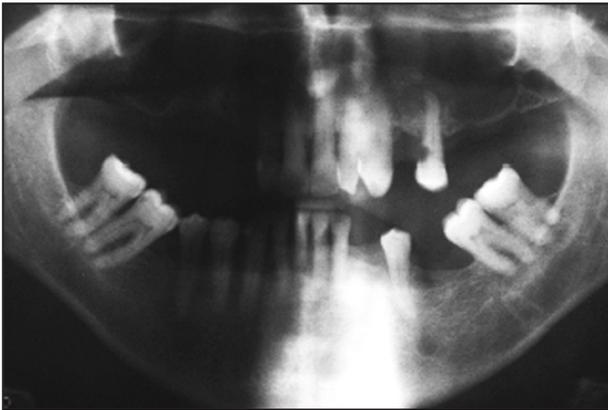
Orthopantomogramme de la situation initiale.
